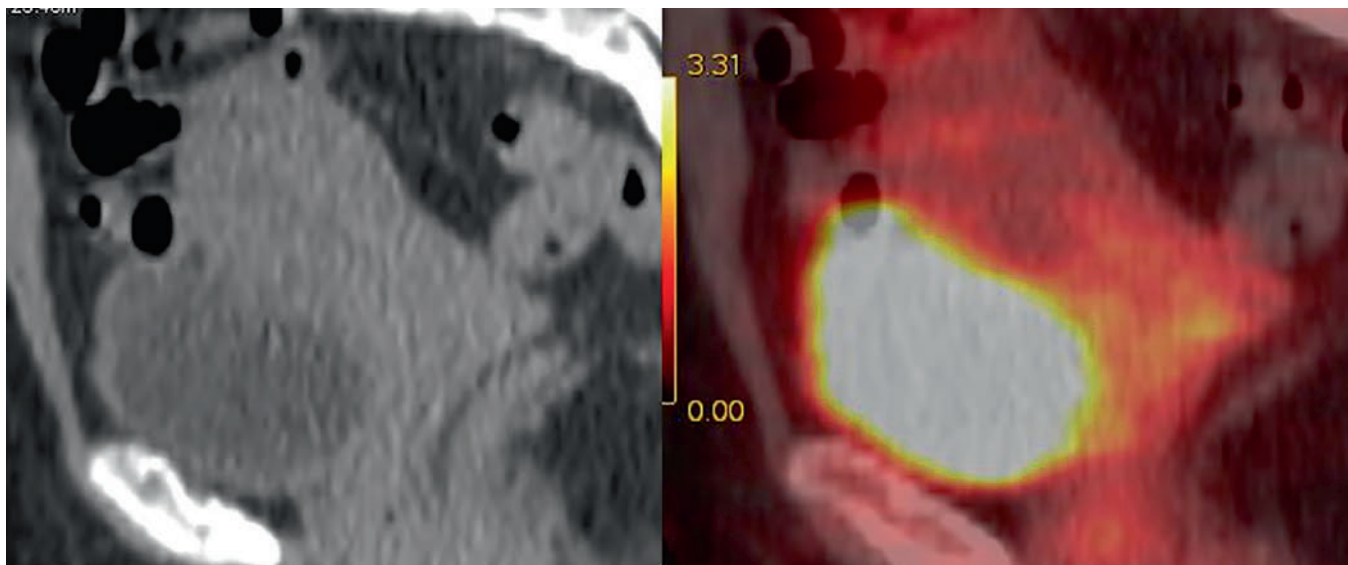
ПЭТ-КТ после курса HiDAC. Визуализируется метаболически активное образование шейки матки размером 16×14 мм с SUVlbm max 3,3. Редукция размеров по сравнению с ПЭТ-КТ в дебюте заболевания на 93 %
